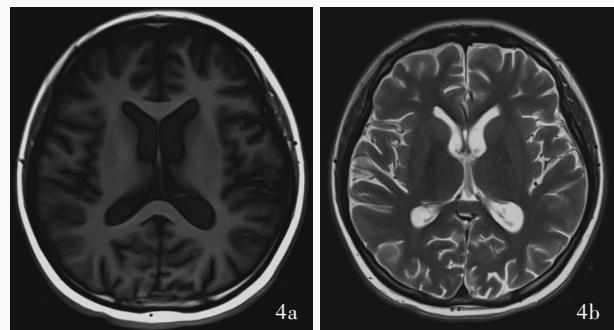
出院后4个月复查头部MRI显示脑萎缩，双侧侧脑室扩大，侧脑室前后角圆钝，脑沟增宽，脑回变平缩小 4a 横断面T₁WI 4b 横断面T₂WI
